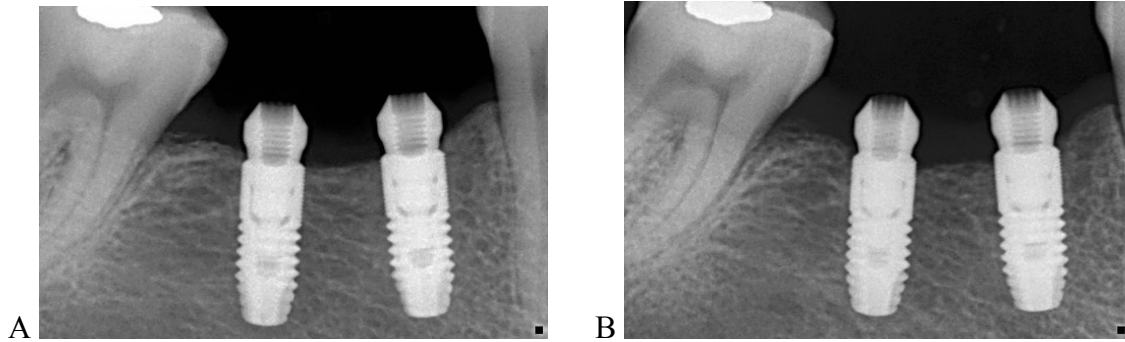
Radiografías periapicales en baseline (A) y T1 (B) enseñando la pérdida ósea ocurrida en dos implantes del grupo CI2.
